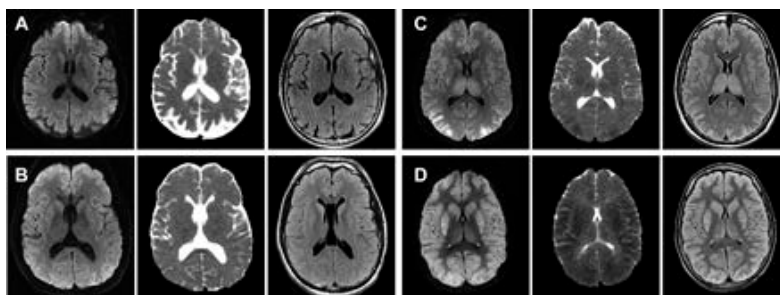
IRM cérébrale A et B évolution favorable et C et D évolution défavorable
